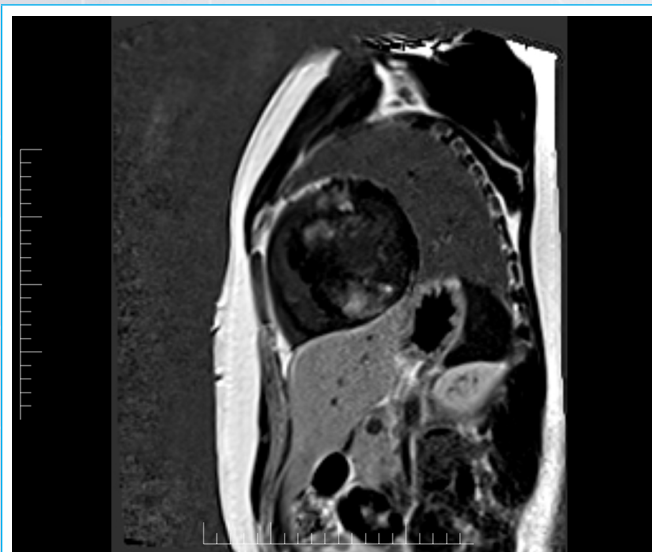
RMC. Imagen IR tras administración de gadolinio. Se observan focos extensos de RTG intramiocárdico en las zonas de máxima hipertrofia.
